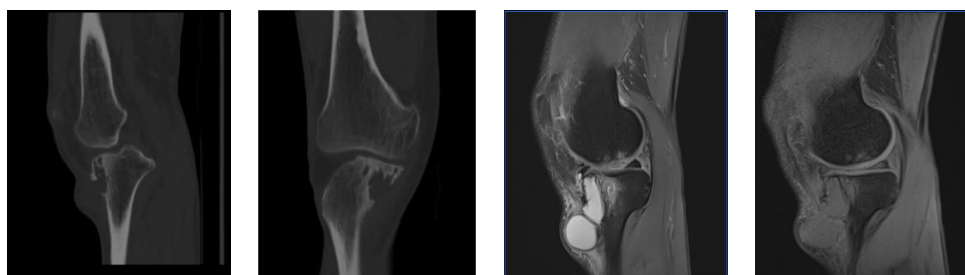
右膝CT矢状位重组 图6 右膝CT冠状位重组 图7 右膝PDWI矢状位 图8 右膝T1WI矢状位
